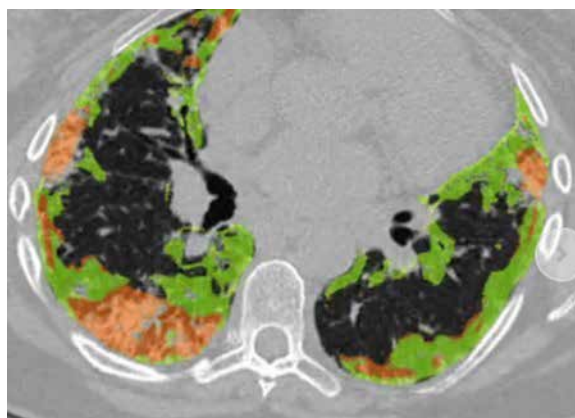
Prikaz CT preseka na kojima se analiziraju intersticijske promene u plućima. 1. ishodište velikih krvnih sudova na luku aorte, 2. račva traheje, 3. ušća donjih plućnih vena, 4. na pola puta između trećeg i petog preseka, 5. neposredno iznad desne hemidijafragme.
